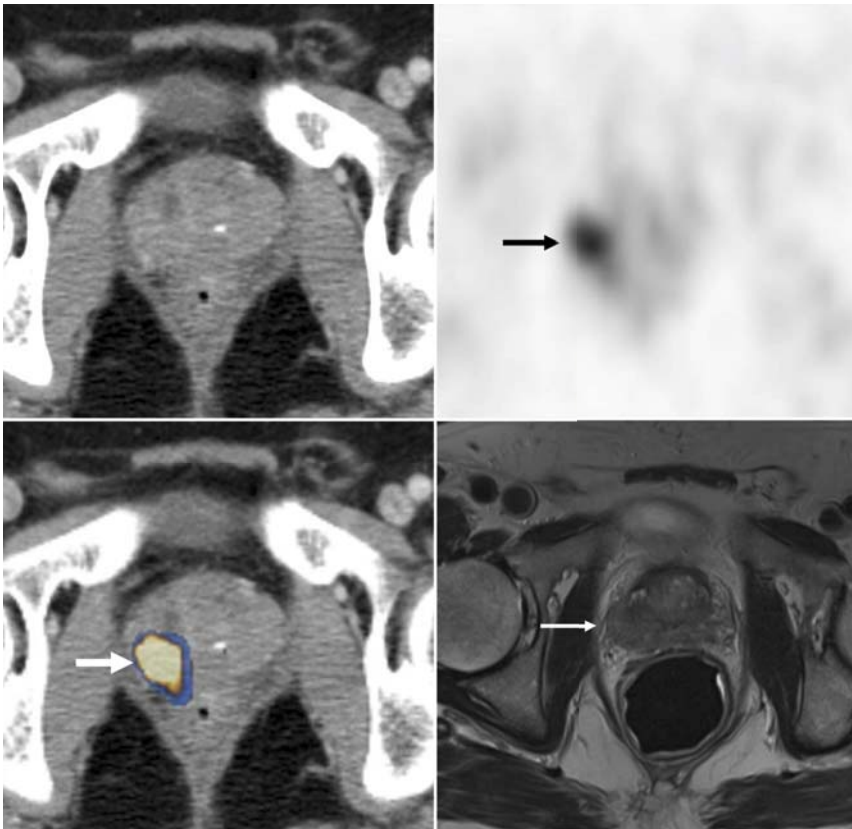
▲  $^{11}\text{C}$ -Cholin-PET/CT und T2-gewichtetes MRT mit endorektaler Spule eines Patienten mit bioptisch gesichertem Prostatakarzinom (PSA=9,8 ng/ml). Die Fusionsbildgebung mit  $^{11}\text{C}$ -Cholin-PET/CT zeigt das Prostatakarzinom mit einem hohen fokalen Läsionskontrast (Pfeil) und befriedigender topographischer Lokalisation im PET/CT-Fusionsbild. Der hohe Weichteilkontrast des T2-gewichteten MRT in Verbindung mit der eindeutigen Läsionscharakterisierung im  $^{11}\text{C}$ -Cholin-PET/CT erlaubt eine sehr viel genauere Beurteilung von Lage, Ausdehnung und topographischer Beziehung des Karzinoms (Pfeil) zu Nachbarstrukturen wie z. B. dem neurovaskulären Bündel
